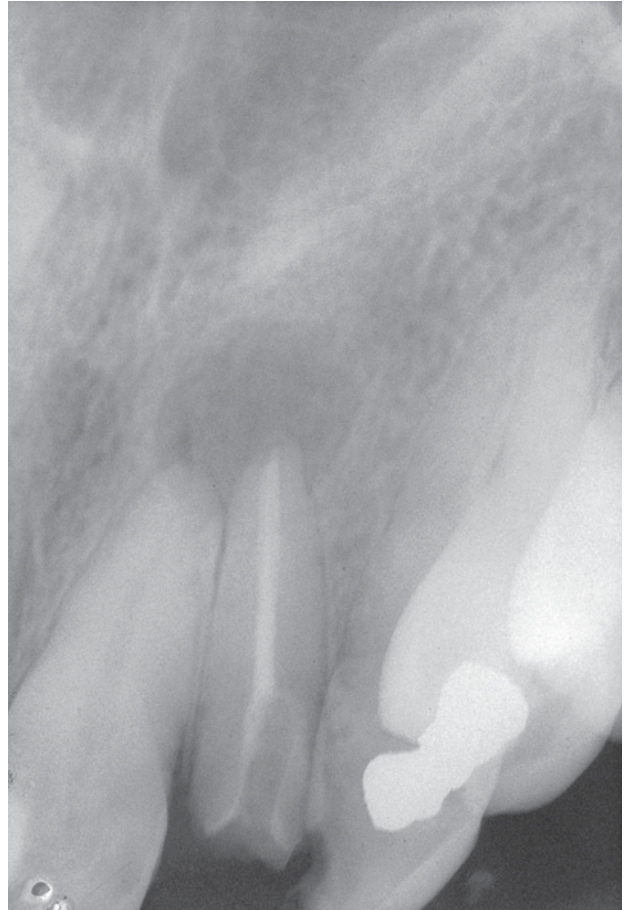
Radiografía periapical de la lesión cinco años después del absceso.
